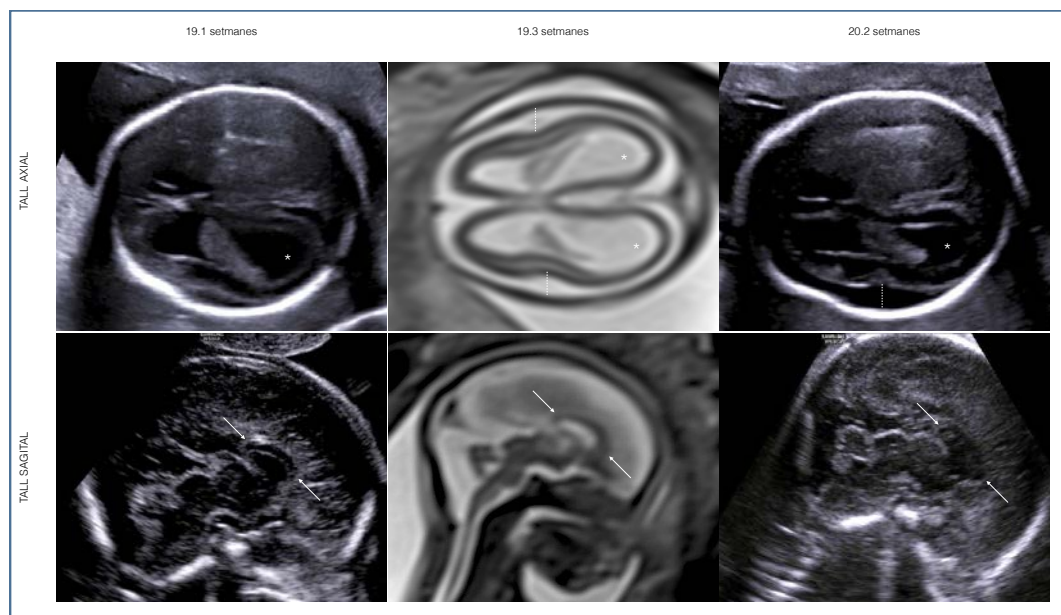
Ecografia i RM a les 19 setmanes de gestació de fetus afecte de ZCS. Ventriculomegàlia lleu (asterisc) amb augment dels espais subaracnoïdals (línia puntejada) i escurçament del cos callós (fletxes).
